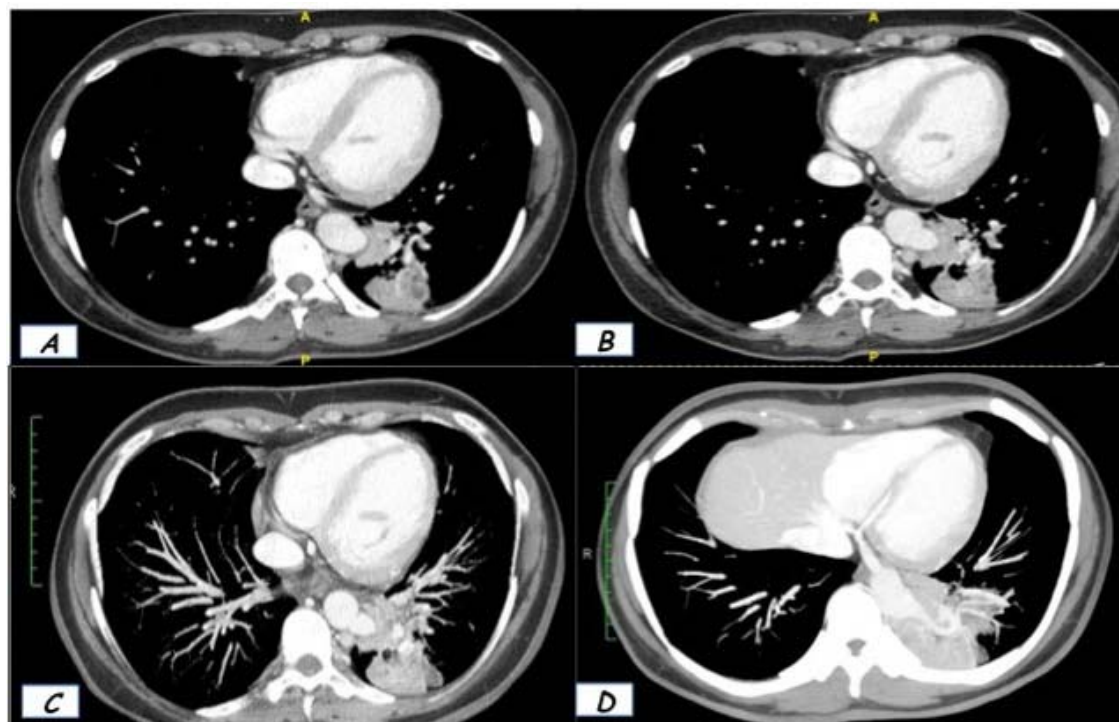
scansioni TC finestra mediastinica (a-d) sequestrazione polmonare sinistra
